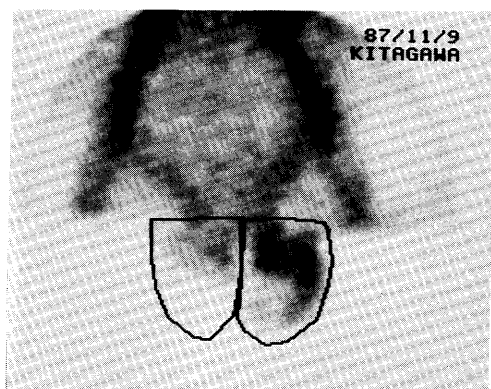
Pre-operative scrotal scintigraphy
